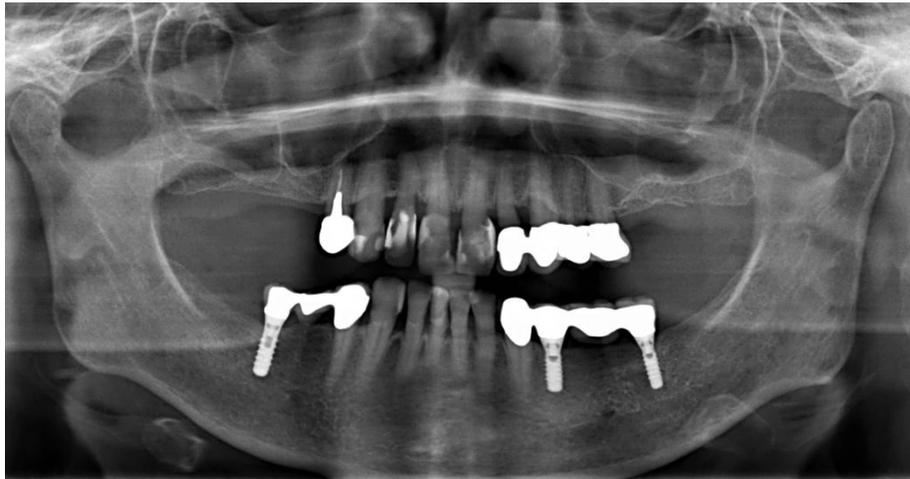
Röntgenkontrollaufnahme vom 24.05.2014 nach erneuter Implantatversorgung mit ITI-Straumann- Implantaten regio 34/36 und ZE-Versorgung mit einer VMK-Brücke 33-36
